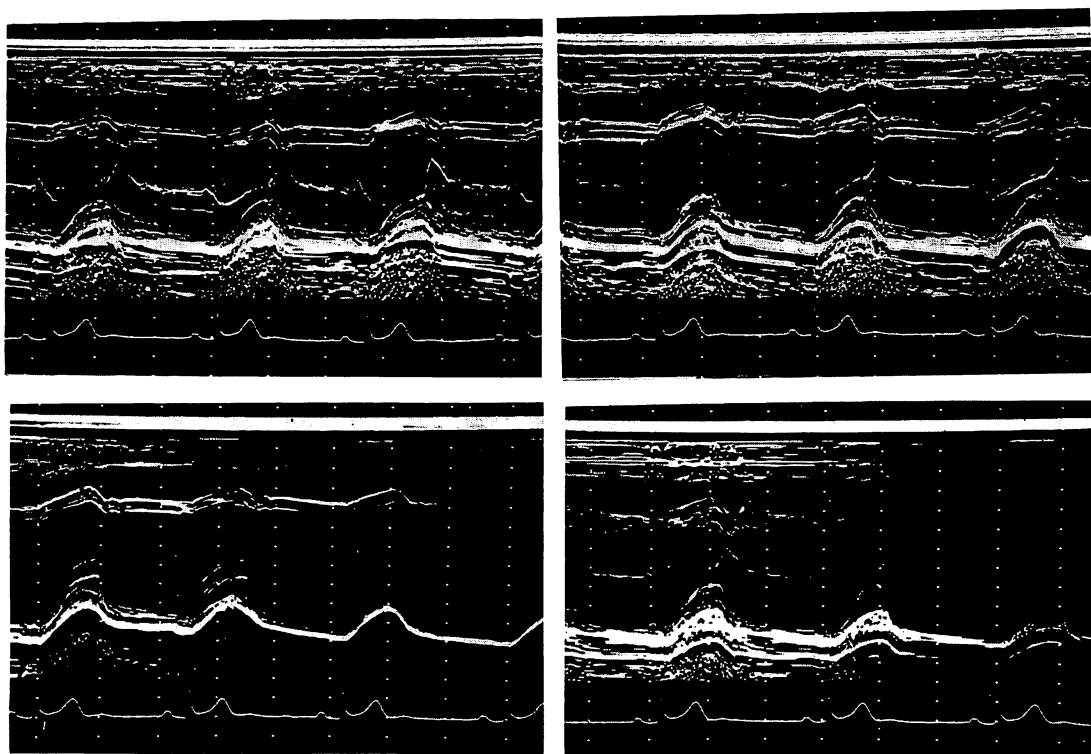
Echocardiograms (UCG).
